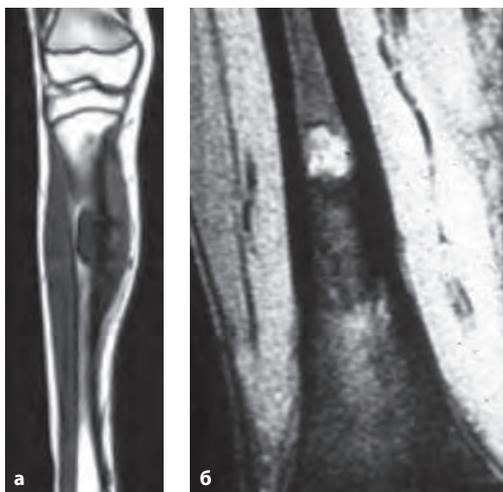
МРТ, корональные T1-ВИ (а), T1-ВИ с контрастированием (б). Саркома Юинга.
